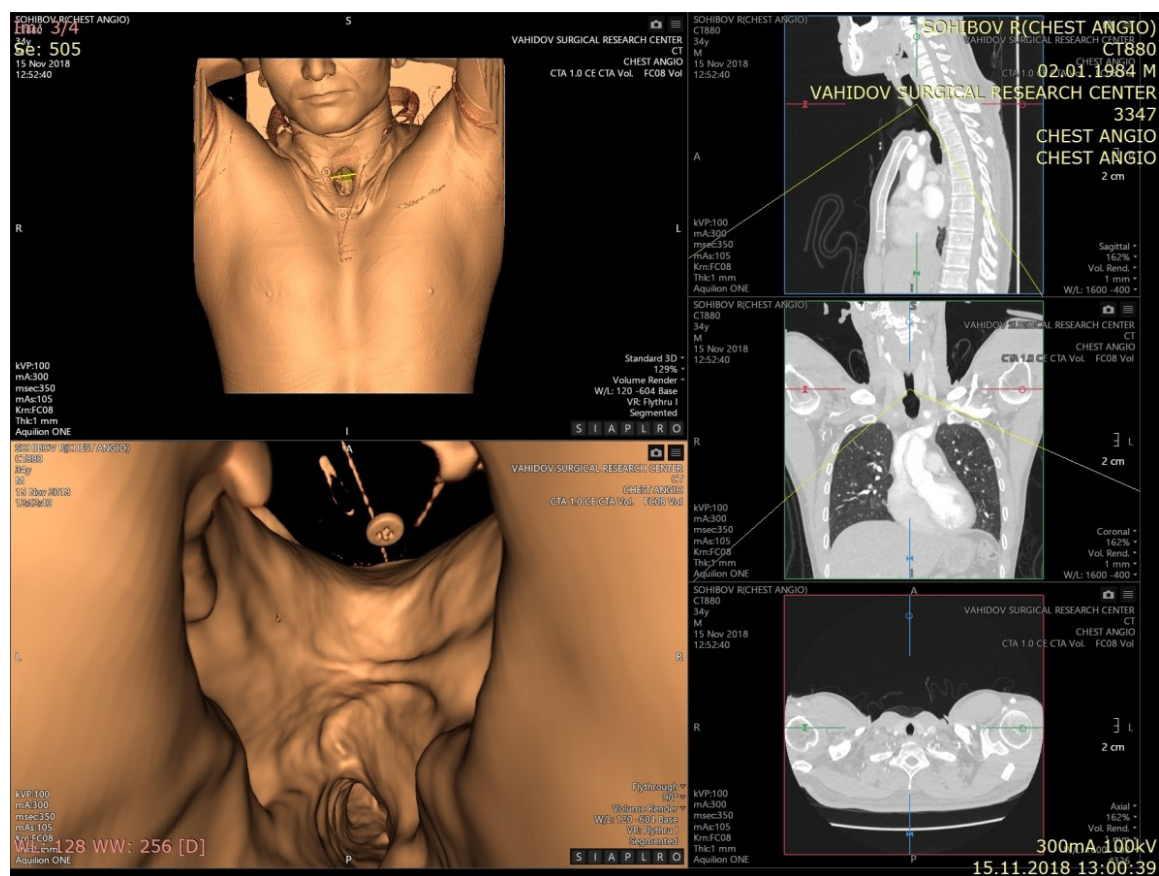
МСКТ 3D-реконструкция трахеобронхального дерева и КТ в трех проекциях
